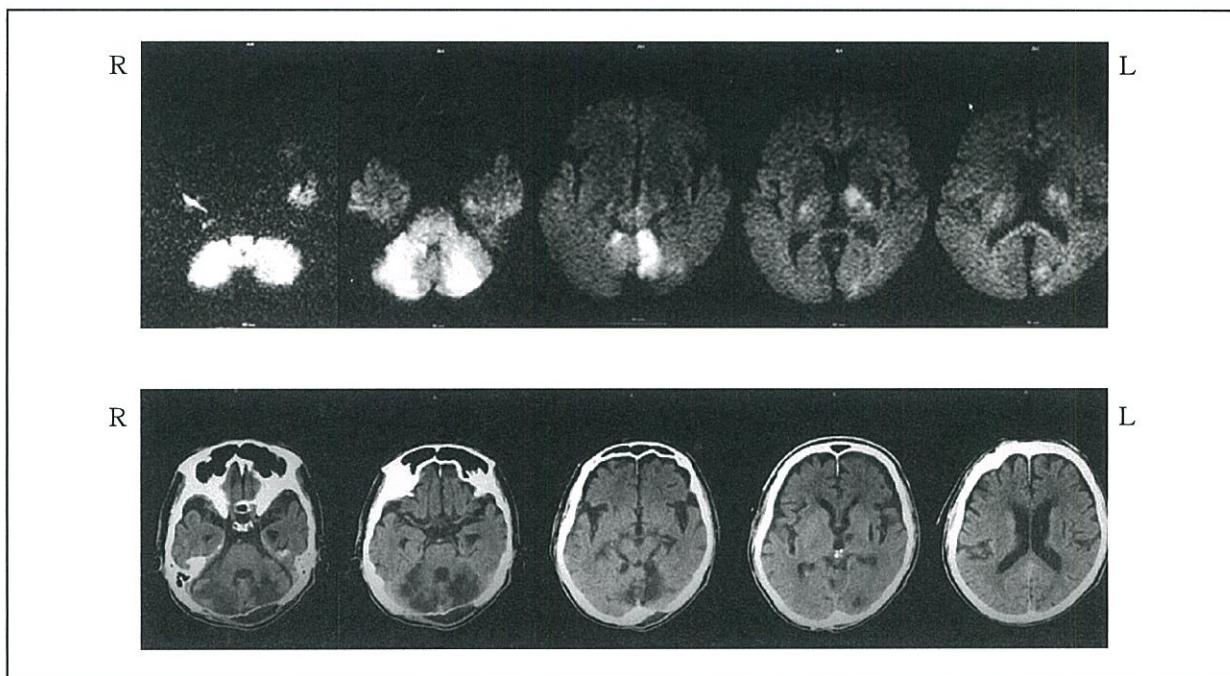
症例3 上段：発症当日頭部MRI(DWI), 下段：発症約3ヶ月後頭部CT
